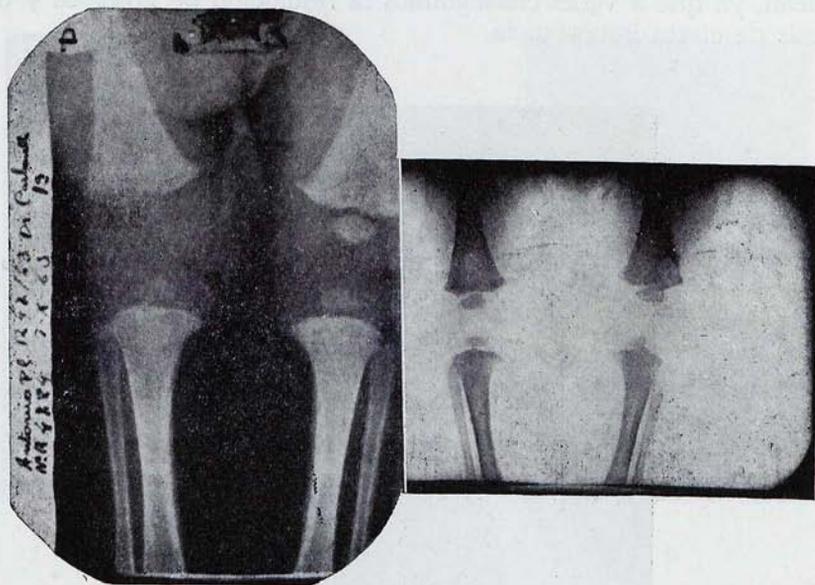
A. Osteomielitis de la metafisis femoral inferior, parte interna. B. Radiografía antes de los dos meses. Obsérvese la evolución favorable de la muesca condílea y el amplio despegamiento perióstico. Curación con tratamiento médico.
